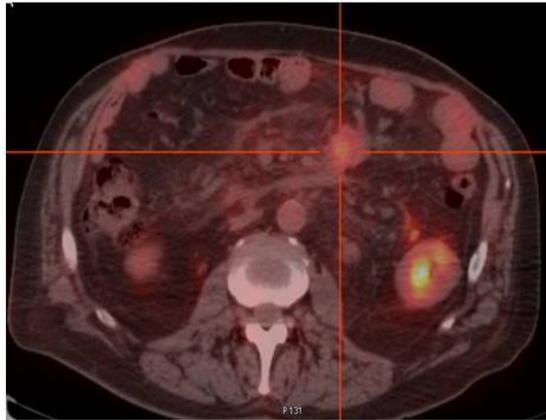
Estudio de PET se observan múltiples implantes mesentéricos inferiores (SUVmáx 7,3 g/mL). Hipermetabólico. AP: Linfoma difuso de células grandes B con masa Bulky.
